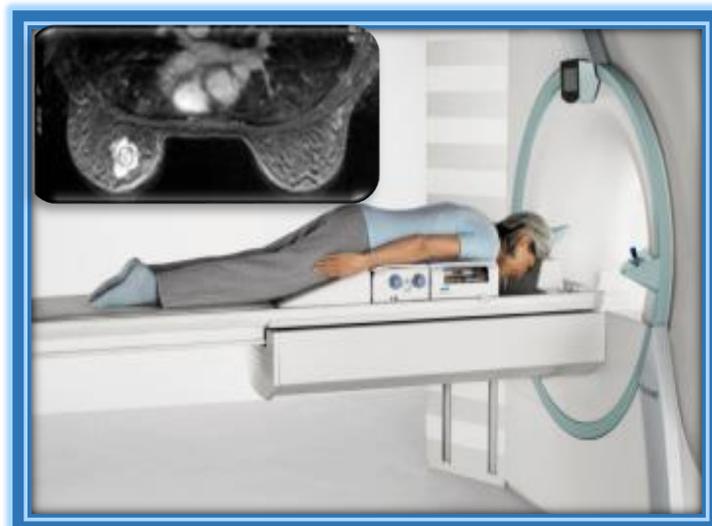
Resonancia Magnética.⁶¹
